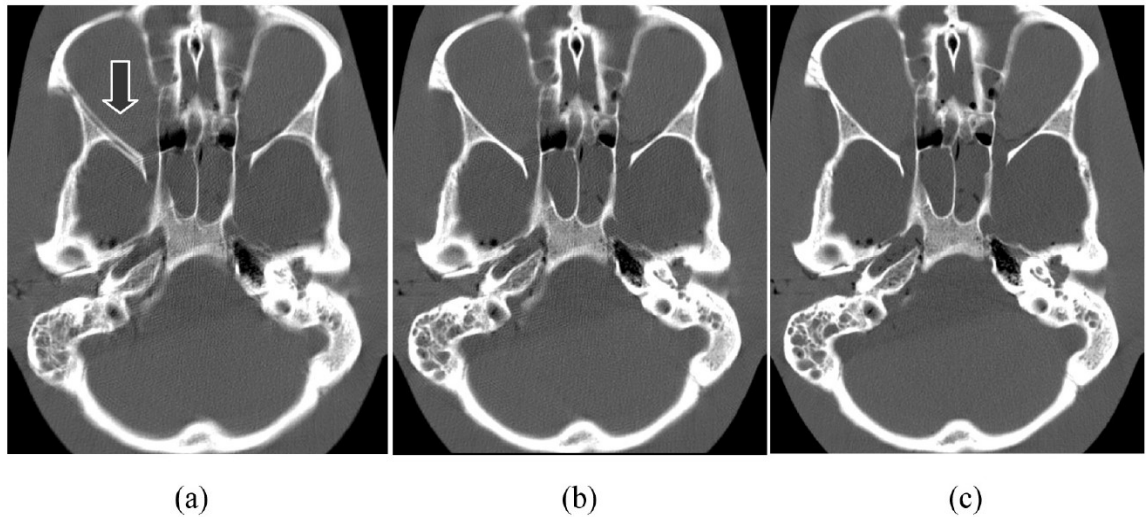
(b) imagens reconstruídas de um phantom de crânio humano, em equipamento de TC Multi Slice. A imagem (b) é uma reconstrução da imagem de referência (a) com compensação, que apresenta melhoria do contraste e minimizando o artefato. Fonte: Hsieh. J, 2009. (p. 417).
